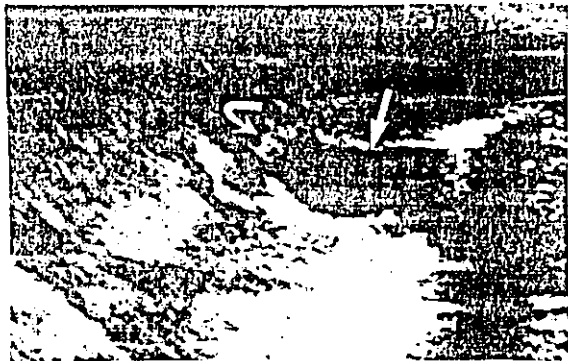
Ultrasonido: colédoco dilatado con ecos intraductales que causan sombra acústica.
